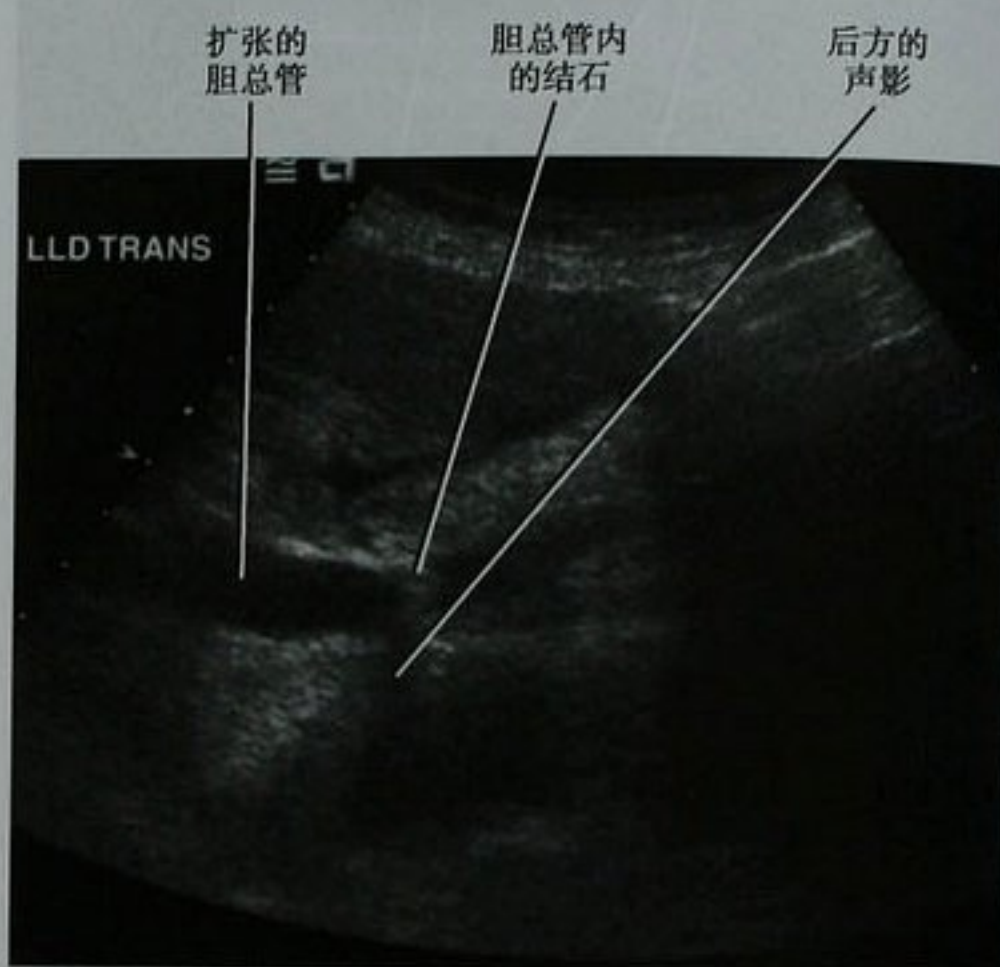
胆总管结石患者,经过胆总管层面的超声图像
